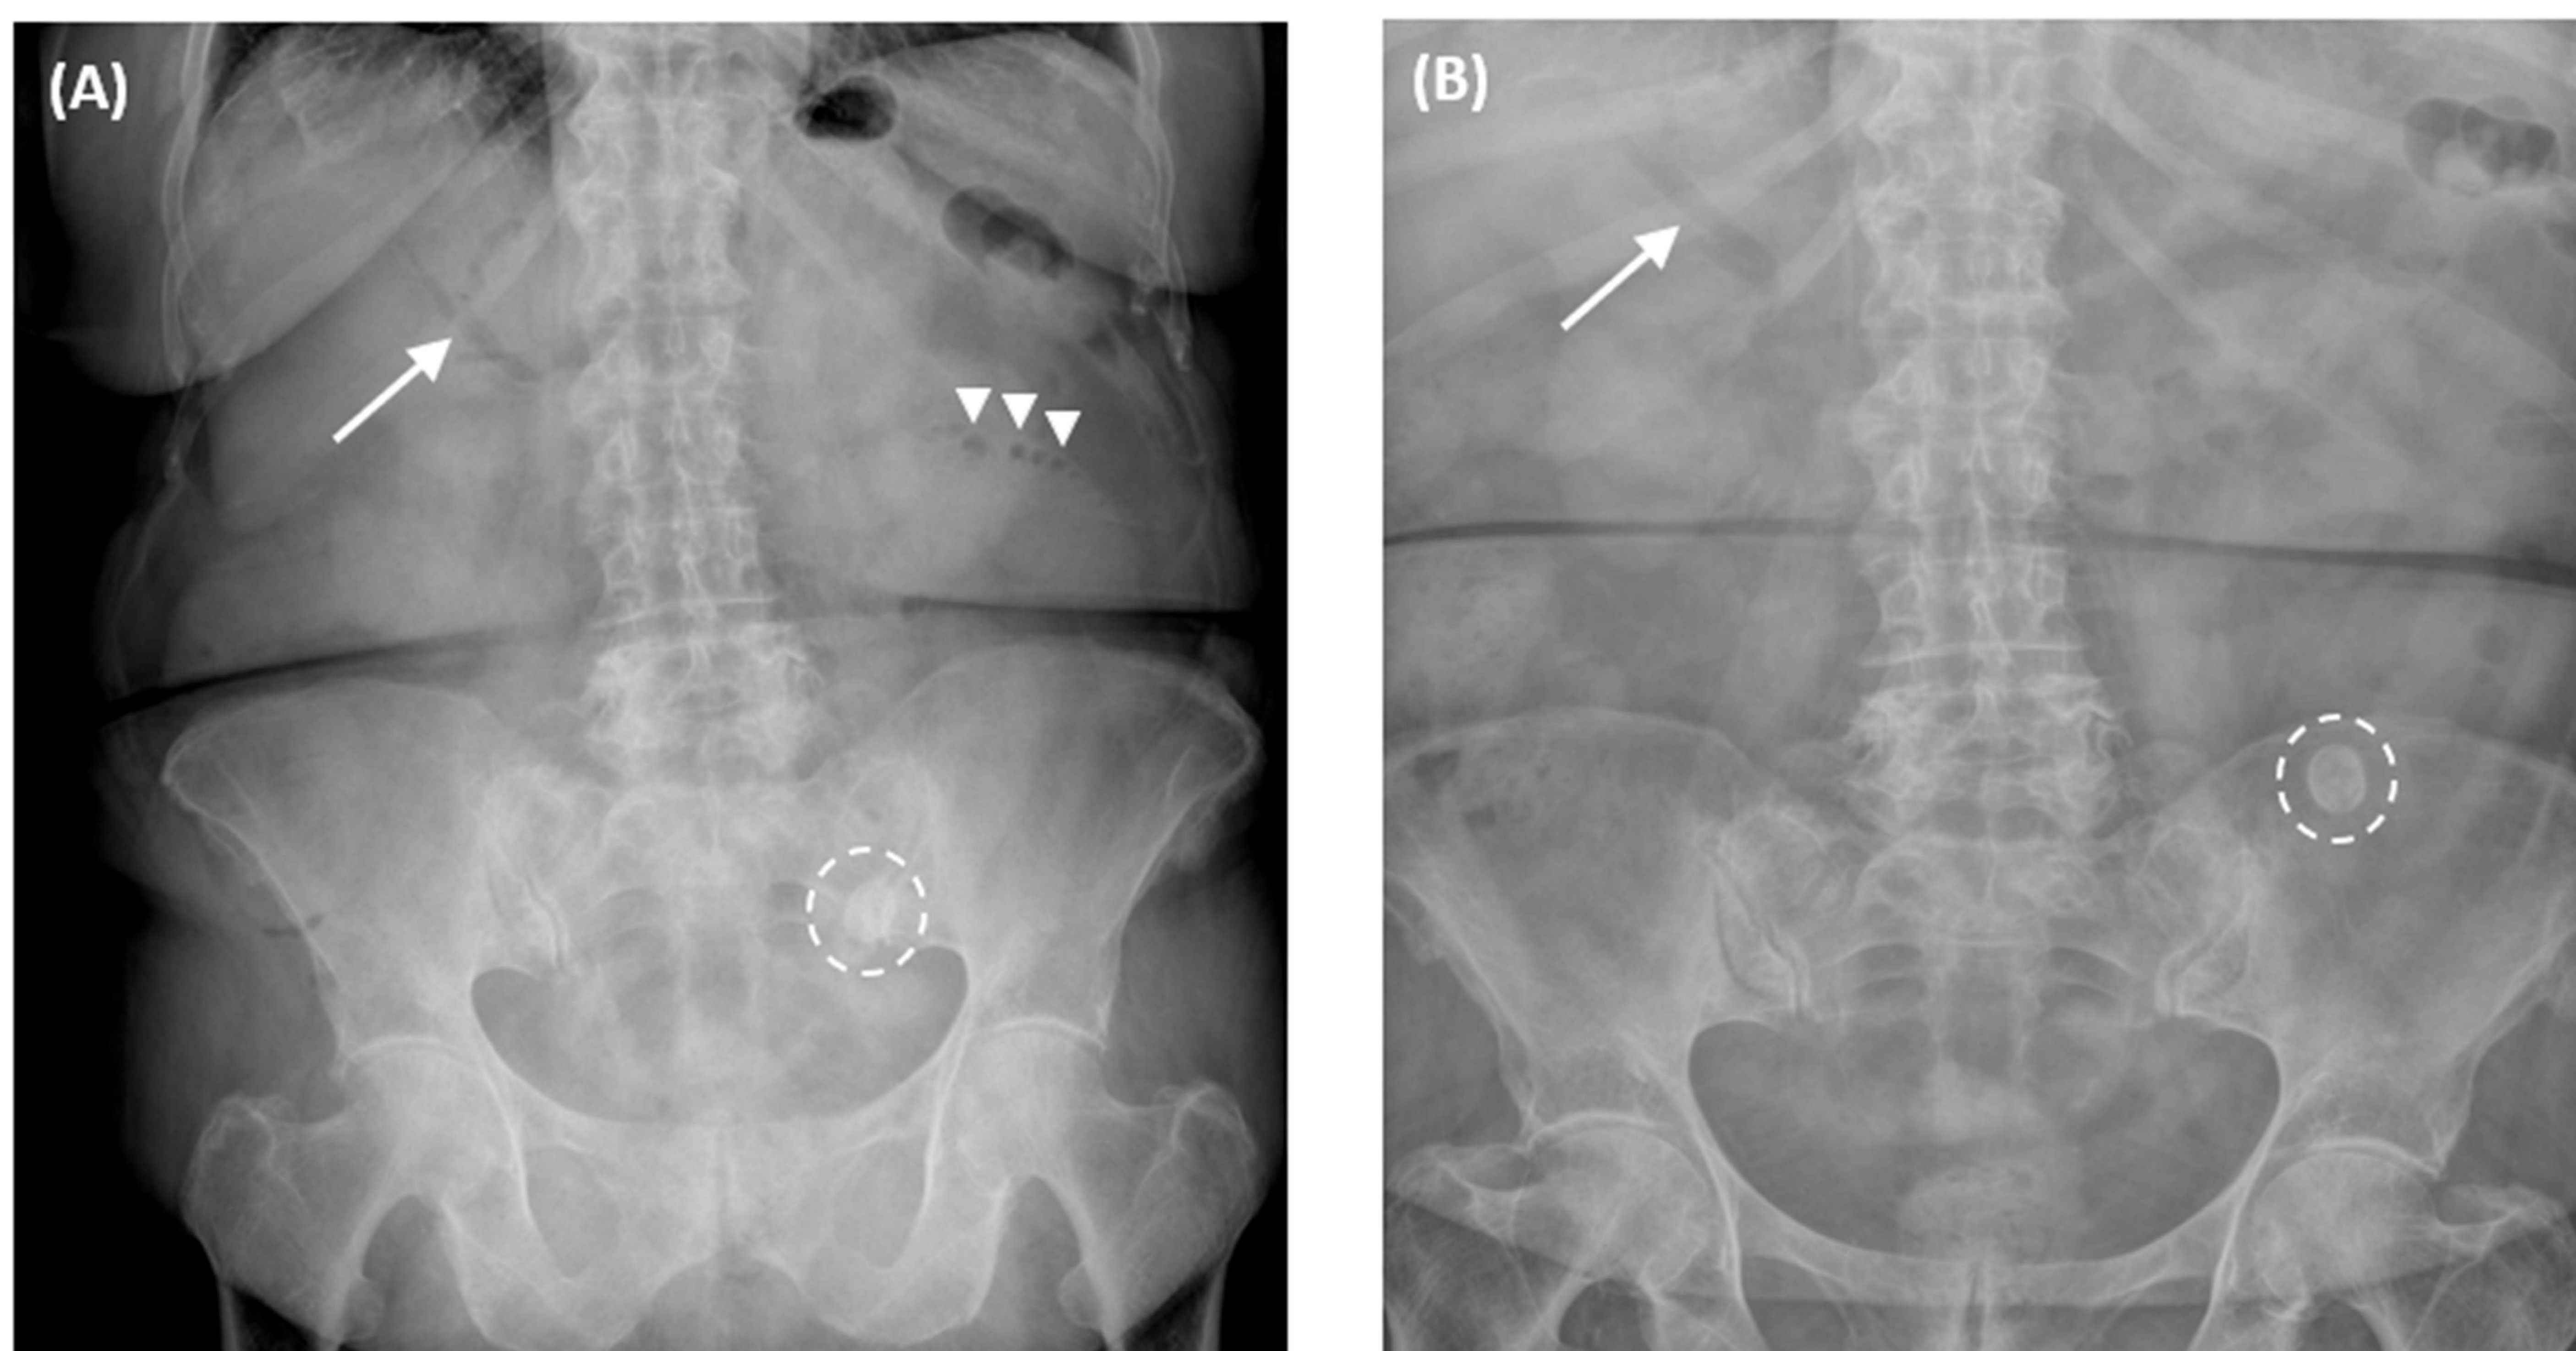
Íleo biliar. RX de abdomen en bipedestación (A) y en decúbito supino (B) de un mismo paciente. En las imágenes podemos observar los signos de la “tríada de Rigler”: aerobilia (flecha blanca), signo del “collar de perlas” (puntas de flecha), indicativo de oclusión de intestino delgado, e imagen cálcica (círculo discontinuo) que cambia de situación en la radiografía en decúbito supino, correspondiente a la litiasis ectópica.
